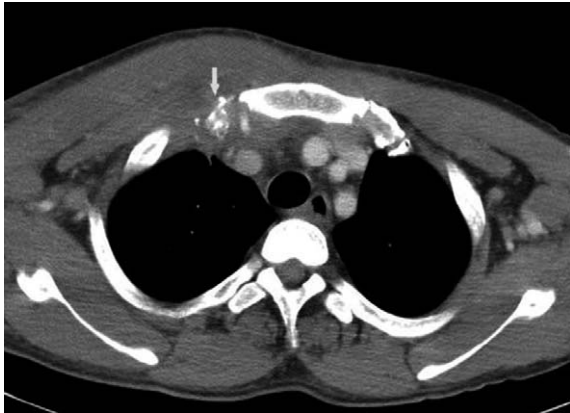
CT with enhancement showed bony destruction of the distal clavicle.
